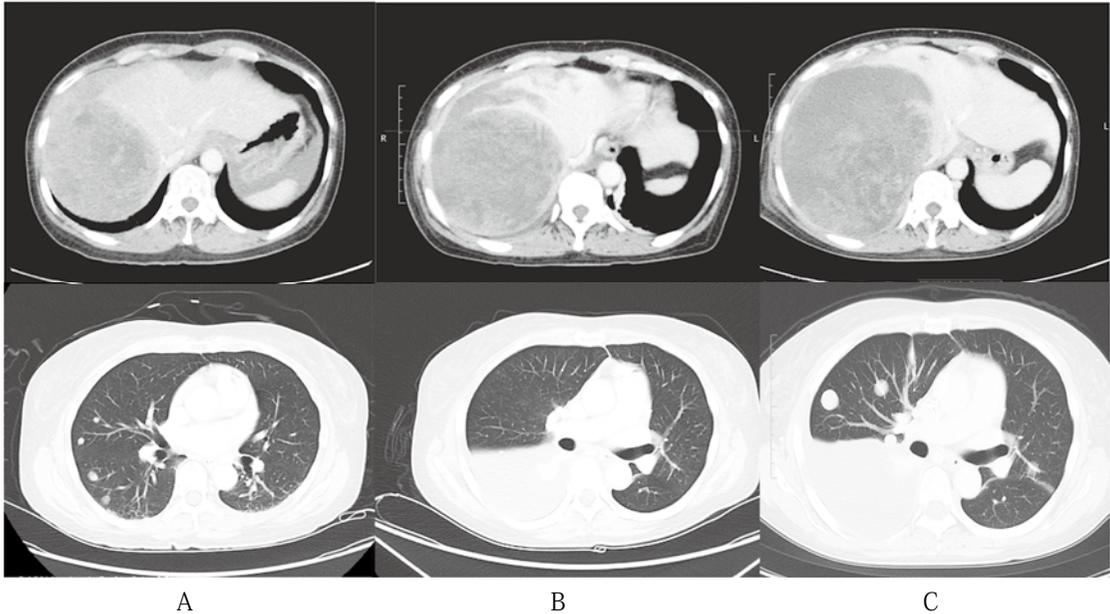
術後造影CT画像：肝転移巣増大（上段）と肺転移巣・胸水増加（下段）を認める。
